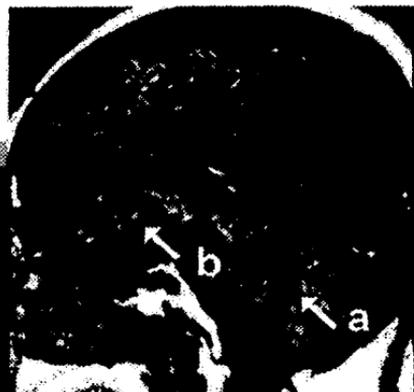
Corte sagital T1 de IRM con gadolínico; la flecha (a) muestra IV ventrículo de forma y tamaño normal con adherencia en su interior y ausencia de quistes
